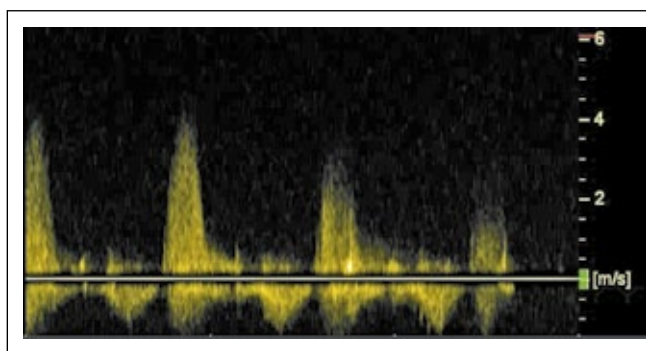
CW-Doppler-Signal des Jets der Aortenklappeninsuffizienz.
